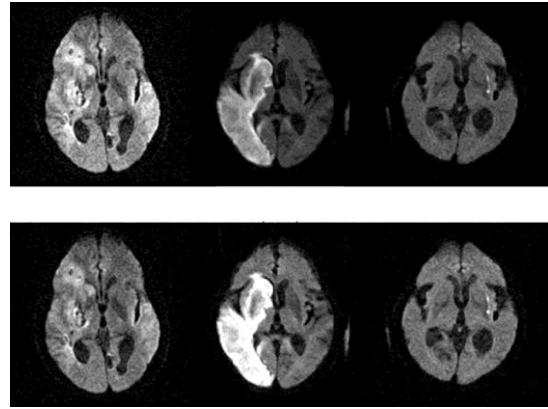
3例のMRI-DWI症例の比較. 上段は手動方法により調節されたMRI-DWI, 下段は濃度ヒストグラム解析に基づく本手法により調節されたMRI-DWIである.
